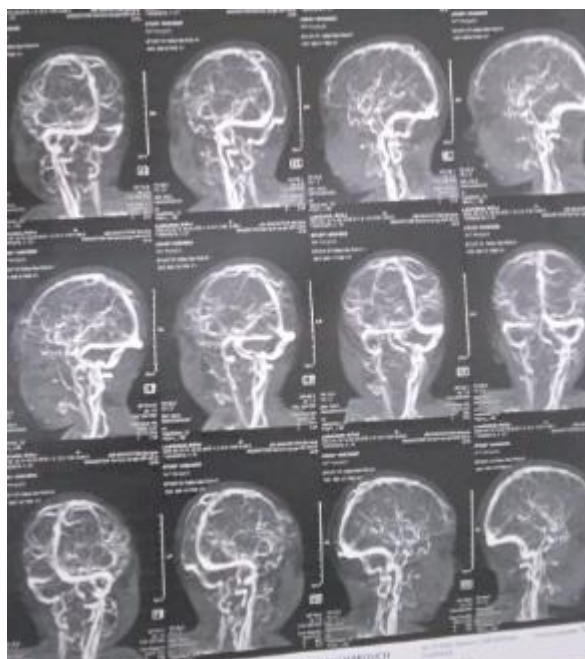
Angio IRM dynamique temps artériel identifiant le réseau de la MAV
